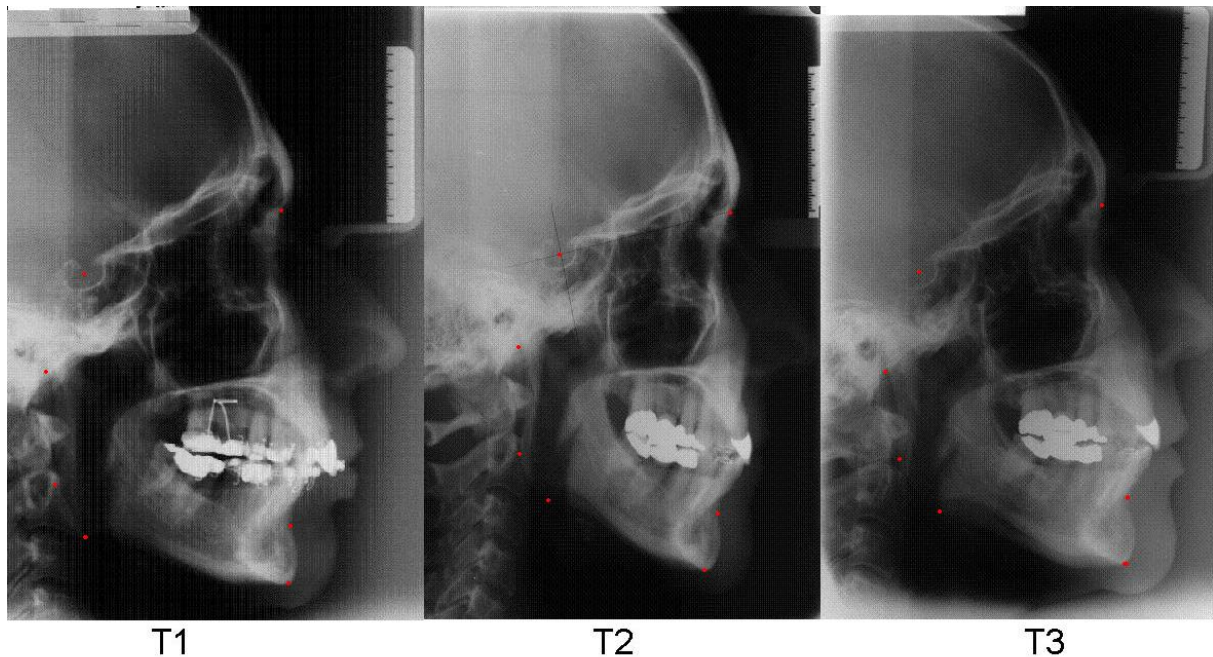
Die verwendeten Fernröntgenseitenbilder für die zephalometrische Auswertung (Pat.-Nr: 5).
